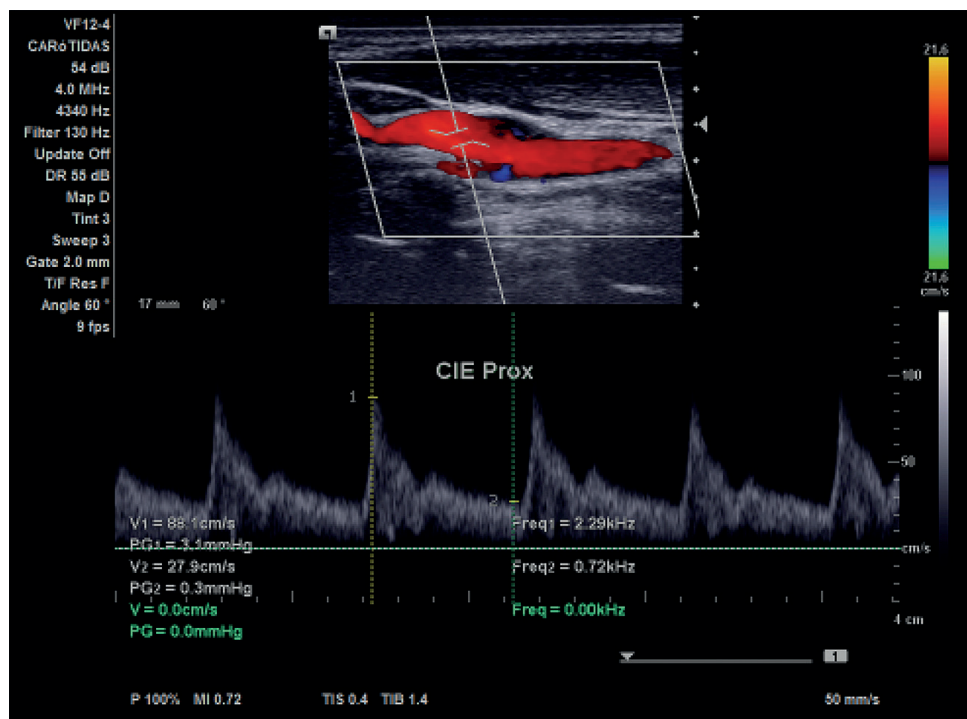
Corte longitudinal com Doppler pulsado espectral mostrando o padrão de fluxo anterógrado e sem aumento significativo de velocidade na Carótida interna proximal esquerda. CIE: Carótida Interna Esquerda.
